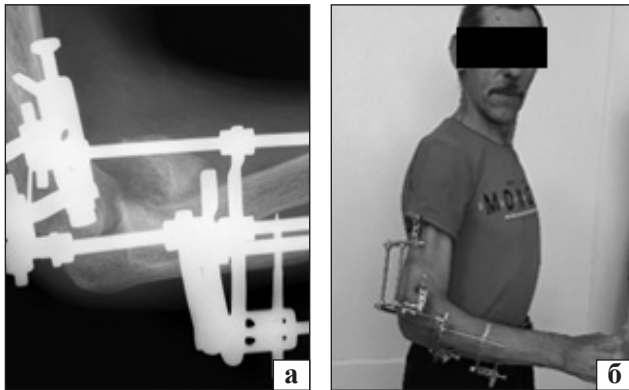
Рентгенограма ліктьового суглоба (а) та зовнішній вигляд пацієнта С. (б) після завершення процедури підготовки до розробки рухів у суглобі
